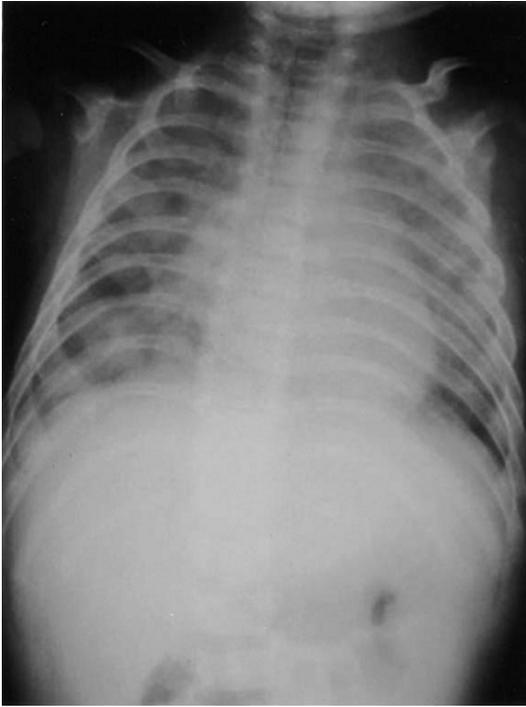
Six days after treatment with TMP-SMX, chest radiography shows improvement of bilateral interstitial infiltrations.
